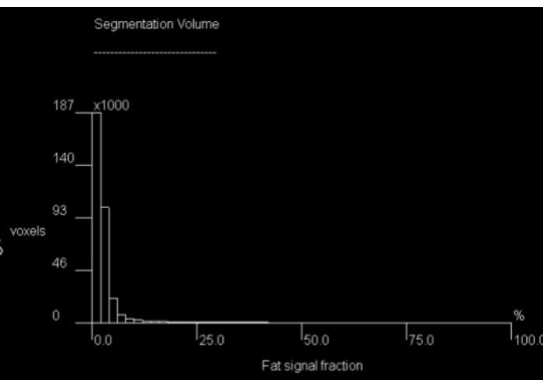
Ergebnisse der MRT einer gesunden 30-jährigen Patientin (LiverLab)
